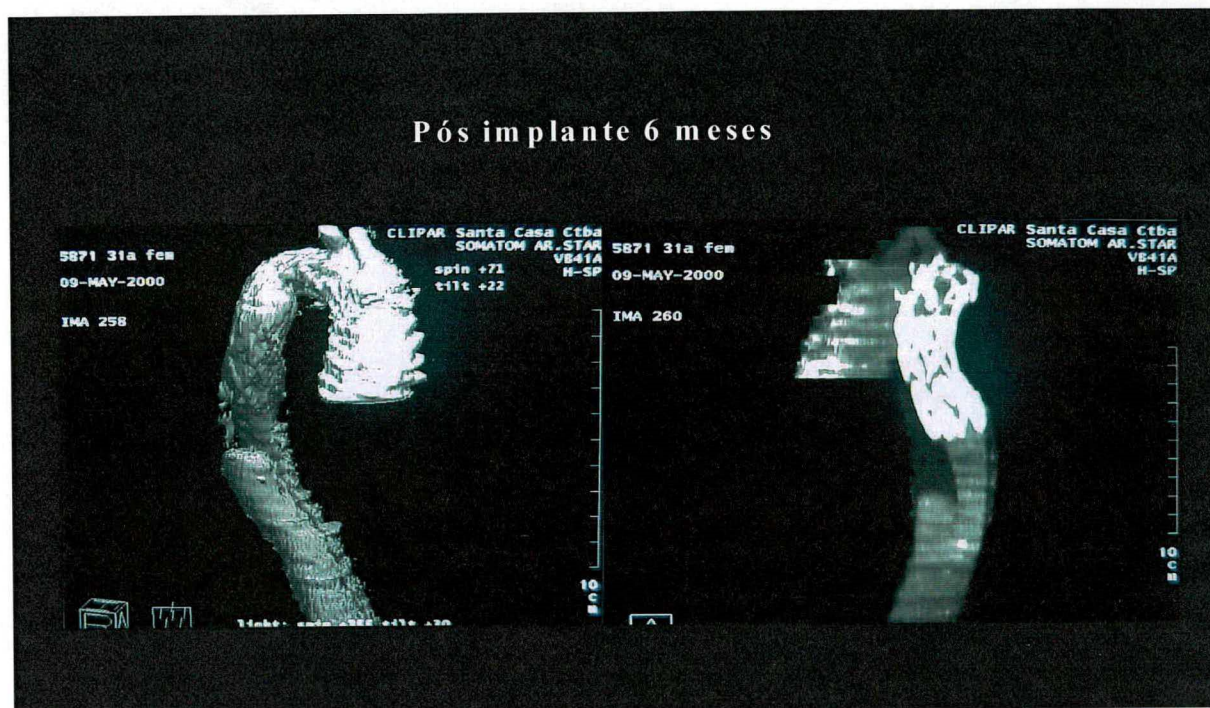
(Tomografia Computadorizada com reconstrução 3D): Caso 1 – Acompanhamento de 6 meses
